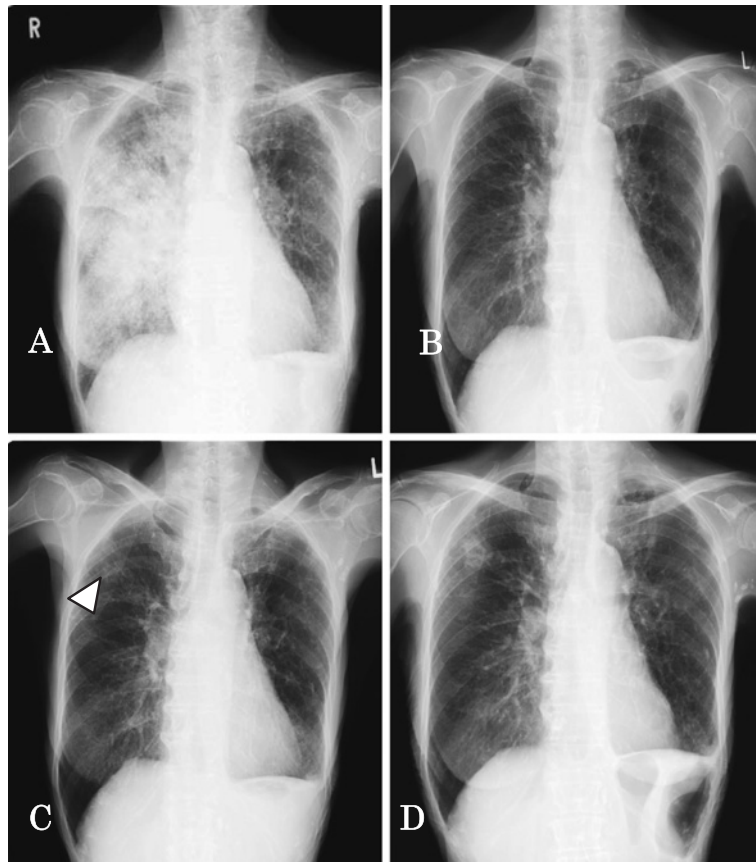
(A) Chest radiograph on the prior admission showing diffuse infiltrate in the right lung. (B) After corticosteroid therapy, the infiltrate in the right lung disappeared. (C) Two weeks later, an irregularly-shaped nodule (arrow head) appeared in the right upper lung field. (D) Chest radiograph on the current admission (2 weeks after C). The nodule in the right upper lung field increased in size with cavity formation.
